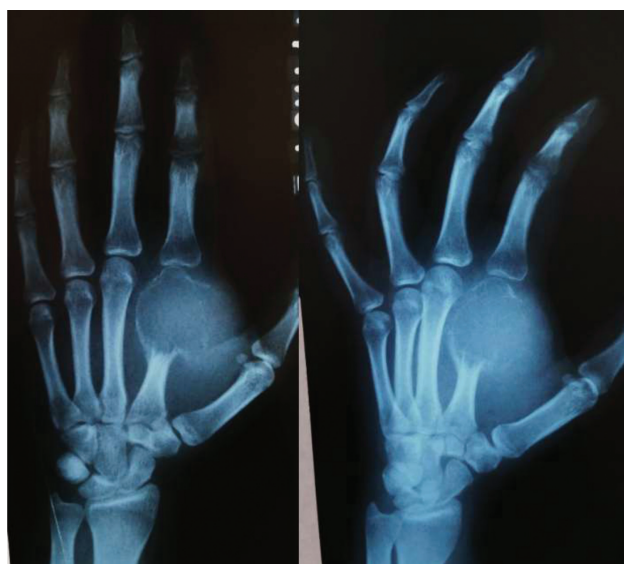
Caso 1: radiografias frontal e oblíqua da mão esquerda dois meses após a realização de biópsia incisional por cirurgião oncológico. Perceba que a abertura exagerada da pseudocápsula permitiu a rápida expansão do tumor para as partes moles.
